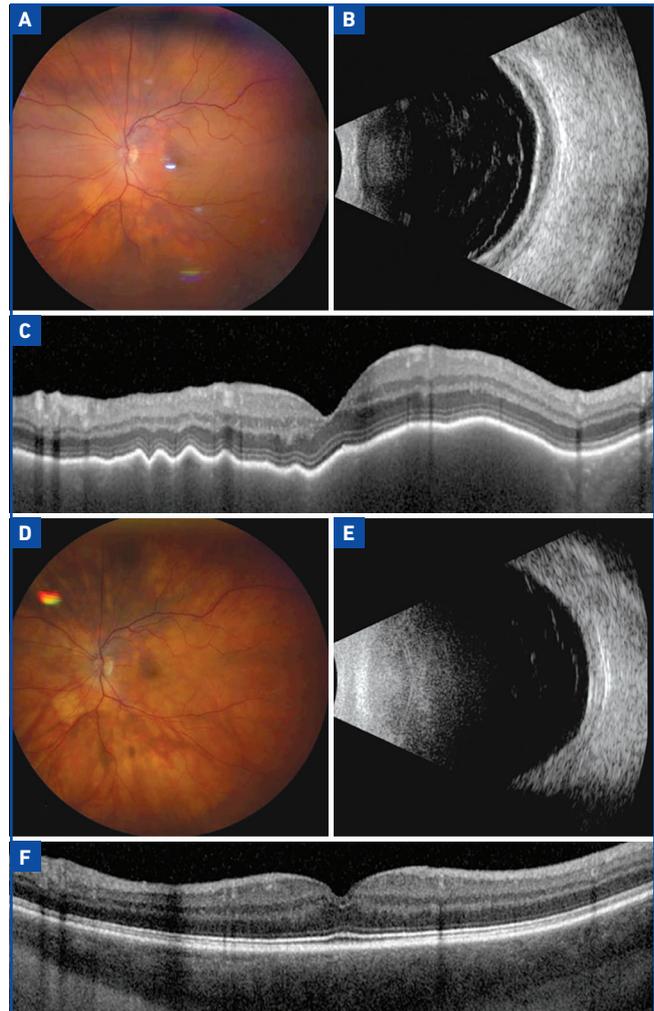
Patient de 64 ans avec un lymphome choroïdien gauche : cliché couleur (A), échographie en mode B montrant un aspect de vide acoustique (B), coupe d'OCT-B objectivant le relief tumoral et l'aspect hyporéfléctif de la lésion (C). 6 mois après radiothérapie *Boom-Boom* : sur le cliché couleur (D), en échographie (E) comme en OCT-B (F), on note la résolution de la masse choroïdienne (d'après [1]).
